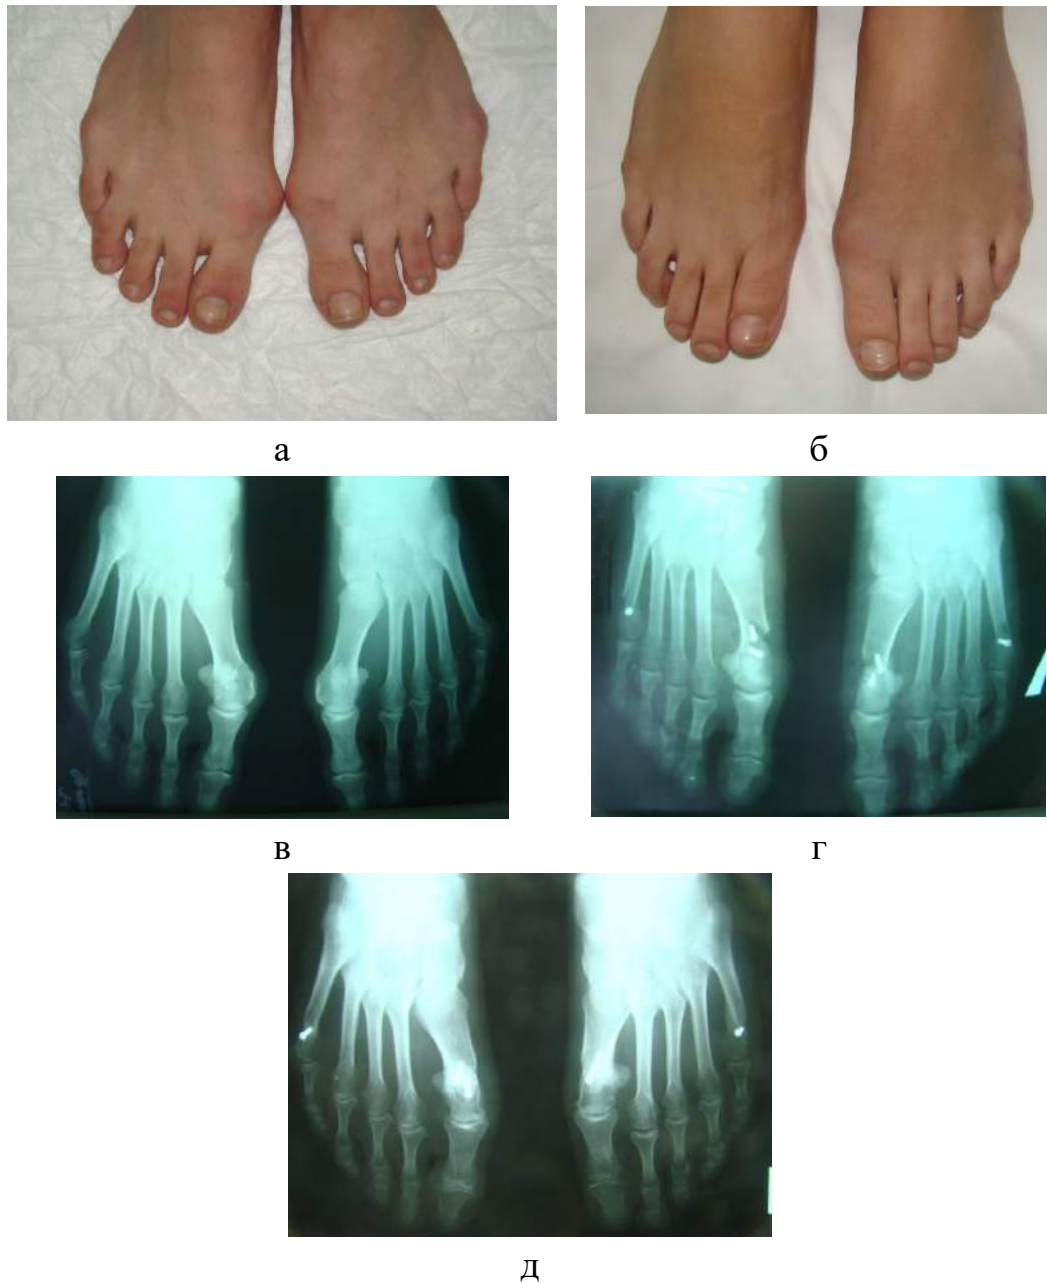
Зображення стоп пацієнтки з НV I ст. обох стоп, та деформацією quintus varus на обох стопах до (а) та через 1,5 роки (б) після хірургічного втручання. Фотовідбитки з рентгенограм переднього відділу стоп до операції (в), після операції (г) та через 1,5 роки (д) після хірургічного втручання.
